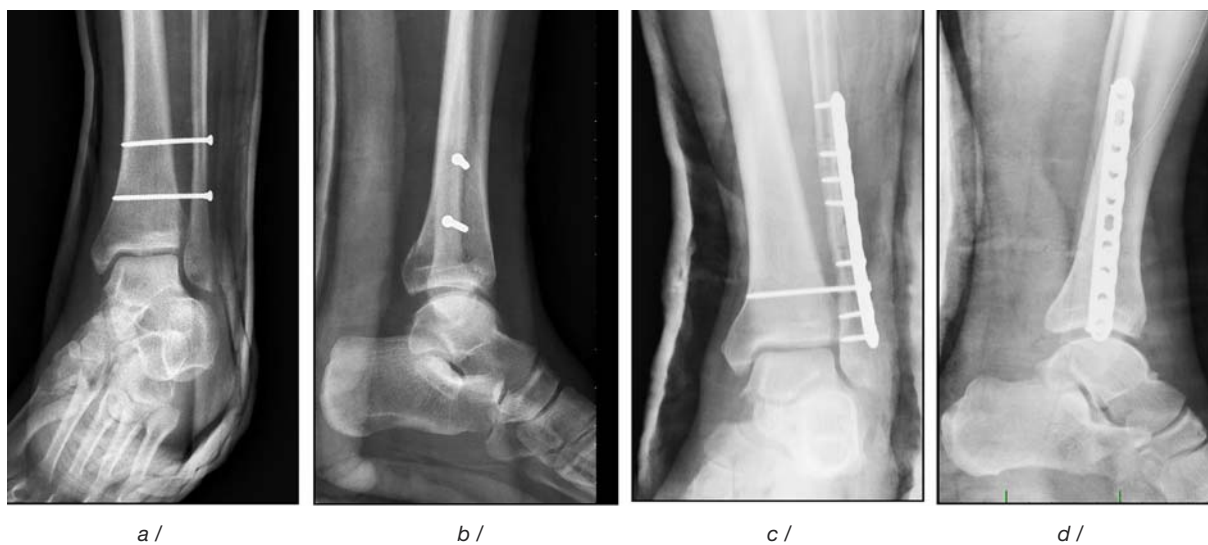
RTG snímky osteosyntézy zlomeniny zadní hrany (šrouby zavedeny zezadu).
